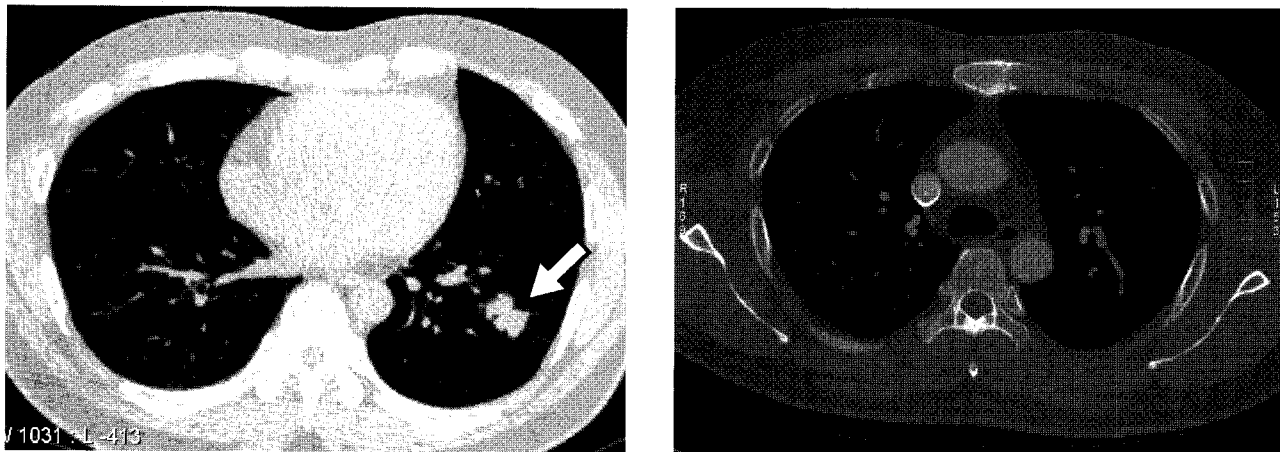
Forty three-year-old man who presented with anterior chest wall pain underwent chest CT scan. CT scan revealed a 2.5 cm sized nodule with spiculated margin suggesting lung cancer at the left lower lung field (Left, arrowed). However, no demonstrable lesion such as soft tissue mass or swelling, or bony destructive lesion was detected on the anterior chest wall including sternum at first inspection. Only subtle osteolytic lesion at the body of sternum close to the manubriosternal junction was suspected at second examination (Right), and there CT-guided biopsy at the suspected lesion was done.
